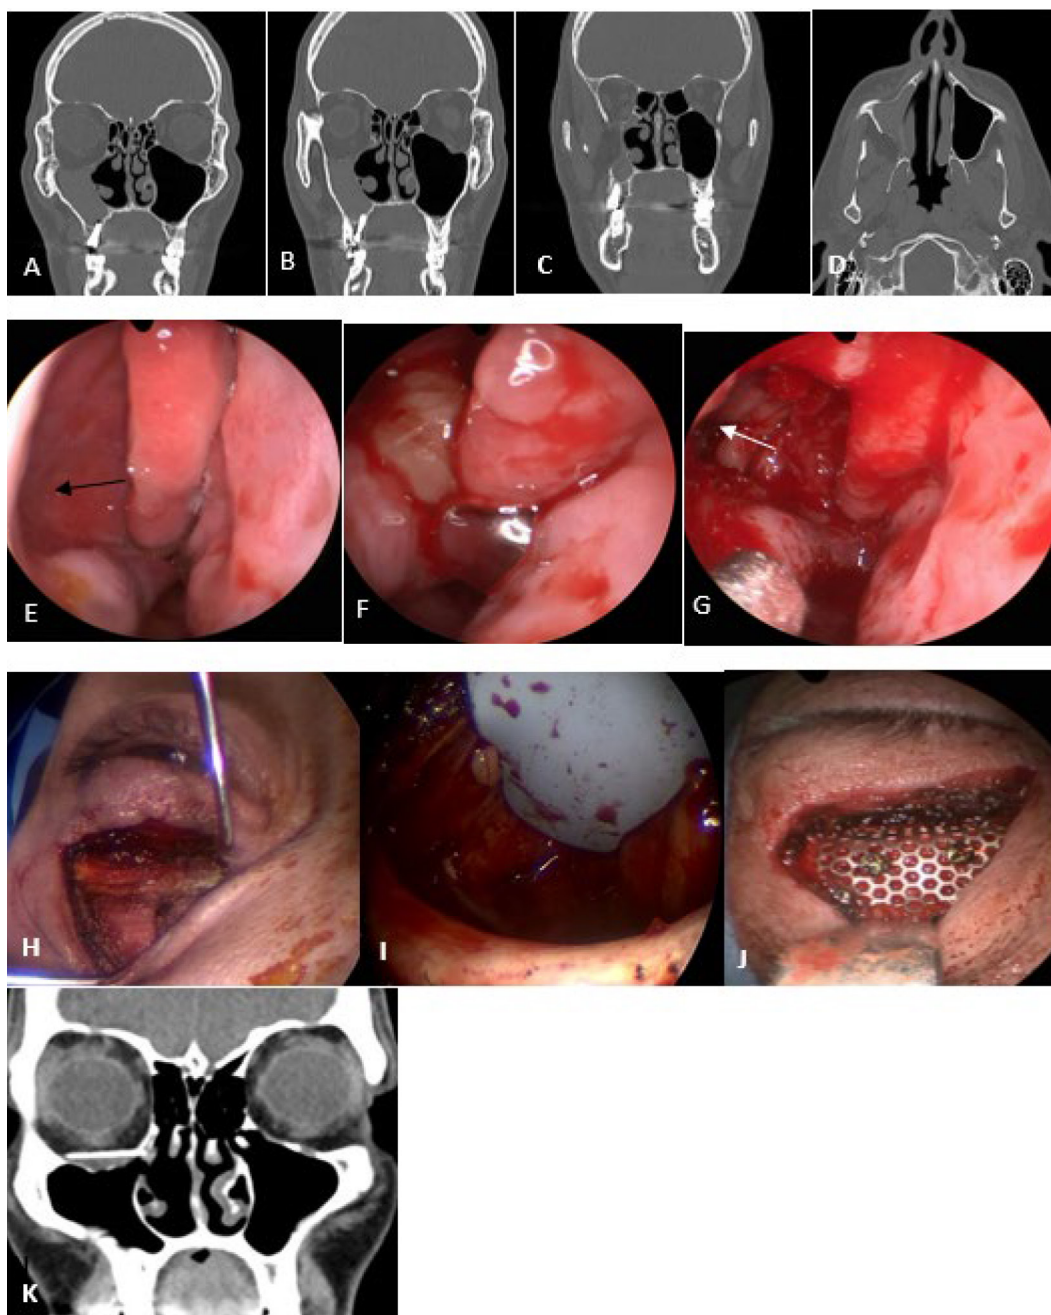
A, B, C: tomografía computarizada de macizo facial sin contraste; cortes coronales: se observa seno maxilar derecho ocupado por secreciones hiperdensas con colapso de la pared medial y marcado hipoglobo por erosión del piso de la órbita. D: TC corte axial: ocupación del seno por secreciones y colapso de su pared anterior, medial y posterior. Cirugía endoscópica maxilar - E: visión de la pared medial del seno atelectásica (flecha negra), F: antrostomía y aspiración de moco, G: antrostomía maxilar media (flecha blanca). H: incisión subtarsal y exposición del reborde orbitario, I: incisión de la periórbita y disección asistida con endoscopio para exponer el piso orbitario, J: colocación de micromalla de titanio, K: se observa, en la TC posoperatoria, la antrostomía maxilar media permeable, el seno maxilar ventilado y la malla de titanio en posición adecuada en el piso de la órbita derecha.
